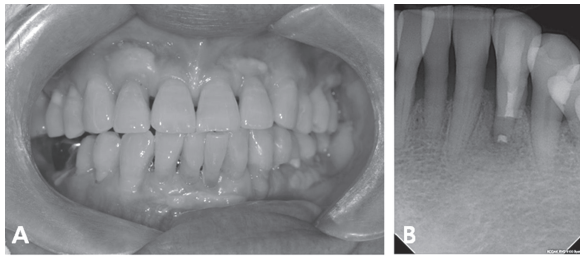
(A) 1년 6개월 후 임상 사진 (B) 1년 6개월 후 치근단방사선 사진
